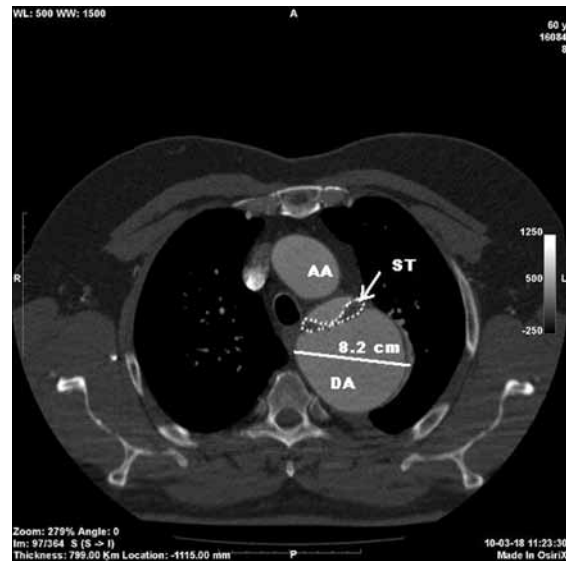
Collapsed stentgraft within dissected aorta at the last follow-up CTA. AA — ascending aorta, DA — descending aorta, ST — stentgraft
